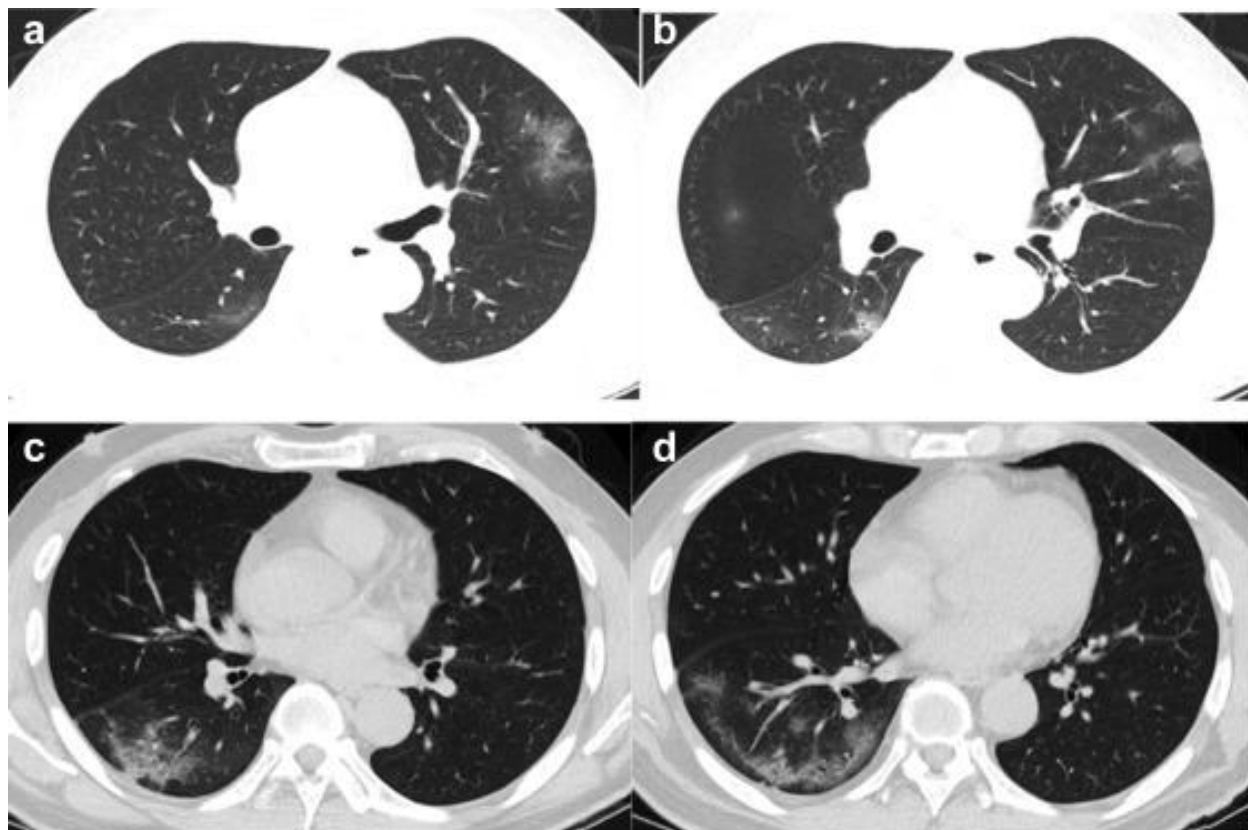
Автоматизована діагностика та кількісний аналіз COVID-19 на візуалізації КТ
